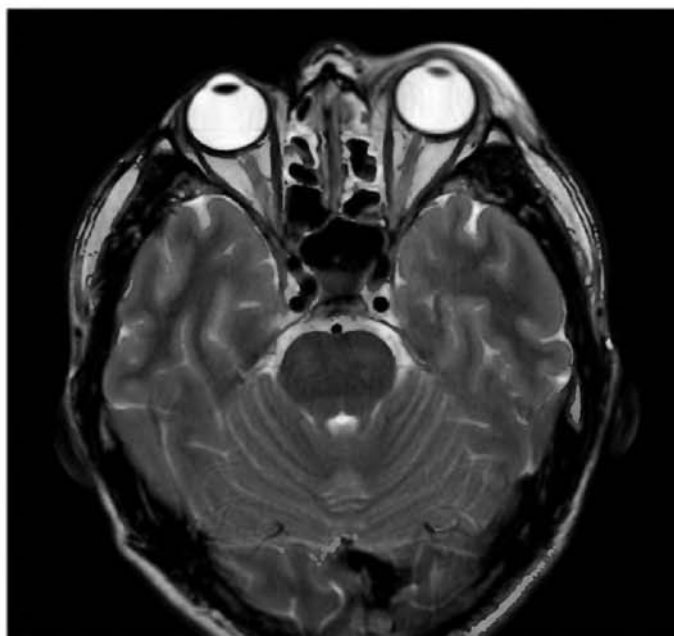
МРТ-срез, выполненный в аксиальной плоскости
